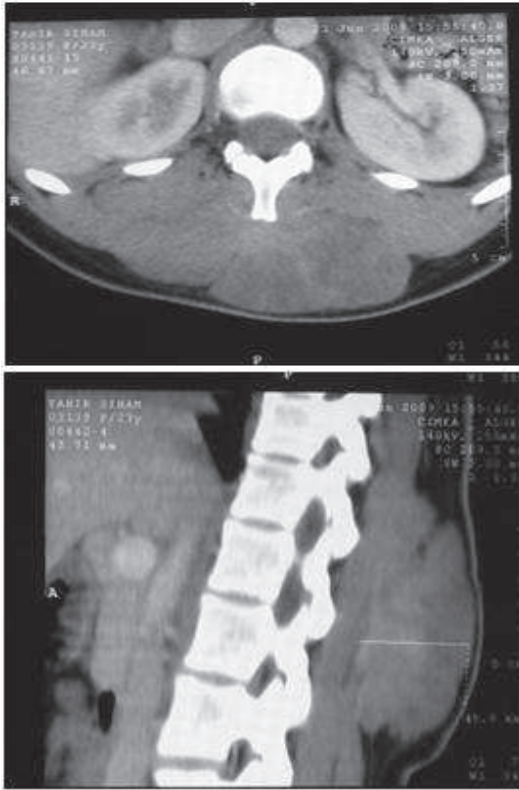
TDM rachidienne en coupe axiale (a) et en coupe sagittale (b) : lésion hypodense intra ventriculaire para-vertébrale droite.
